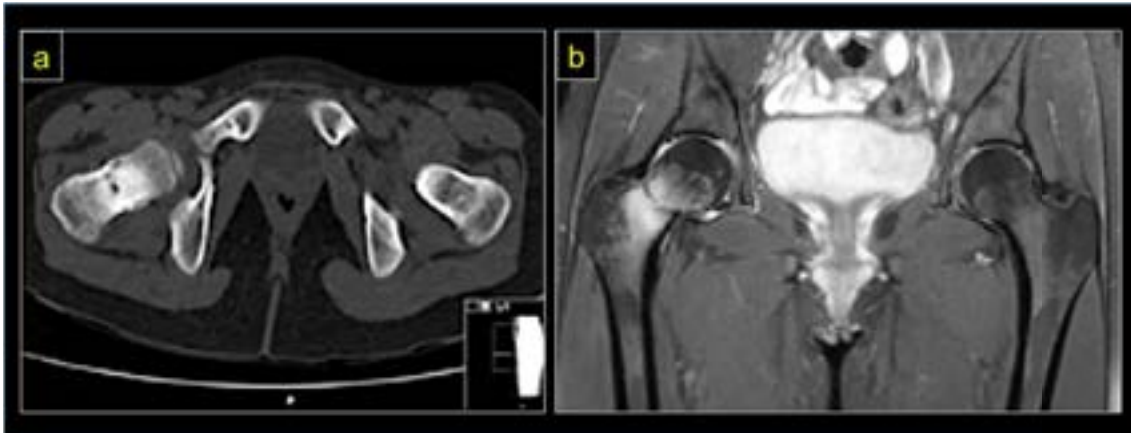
TC y RM en fracturas del cuello de fémur
